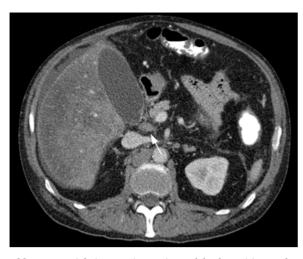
60-jähriger Patient mit Fettleberhepatitis. In der kontrastverstärkten CT inhomogenes Enhancement der gesamten Leber. Bei Hydrops keine Verdickung der Gallenblasenwand. Darstellung eines vergrößerten präportalen Lymphknotens (*Pfeil*)
